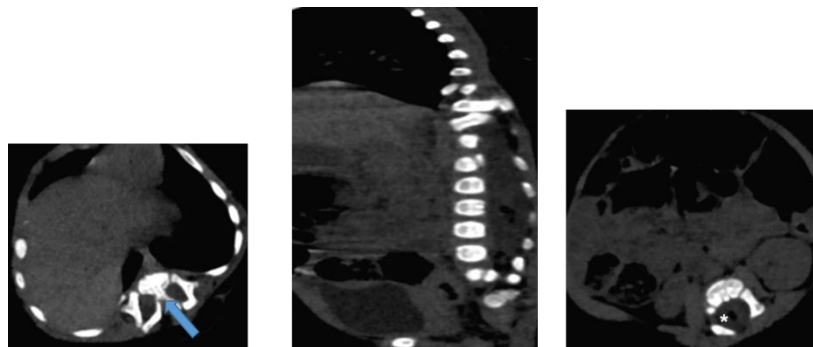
IRM médullaire objectivant une diastématomyélie dorso-lombaire avec gros éperon osseux. Il s'y associe une scoliose et hémivertèbres. A noter que les 2 hémimoelles ne se rejoignent pas en bas.
